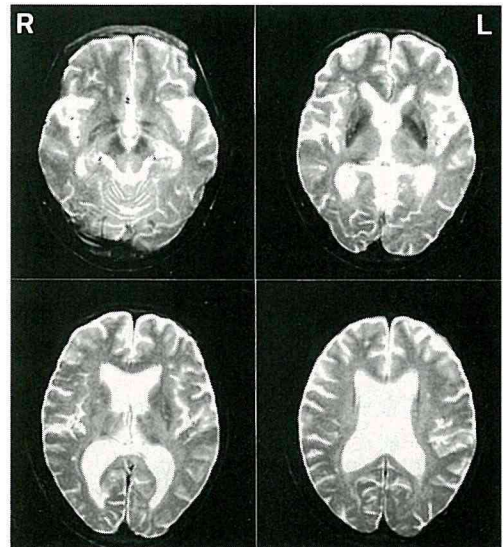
症例Y.M., 発症3年後のMRI T2強調画像
